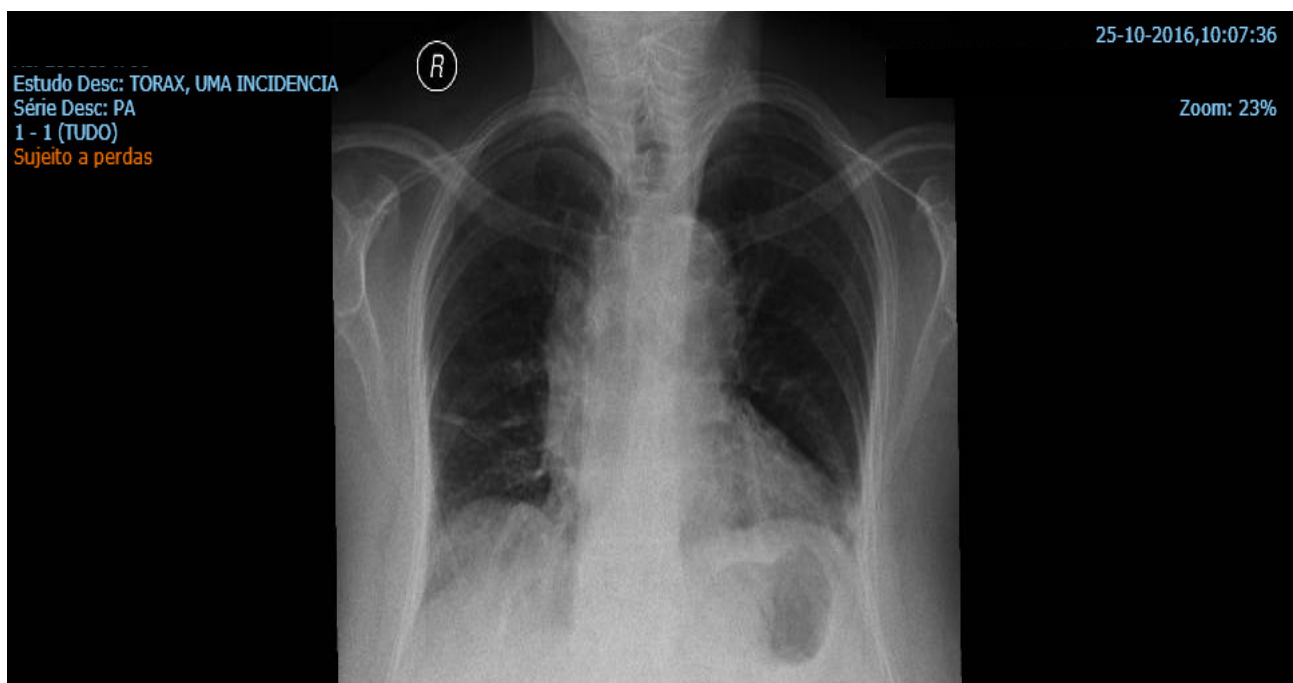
Radiografia de tórax PA. Alta do internamento: 25/10/2016
